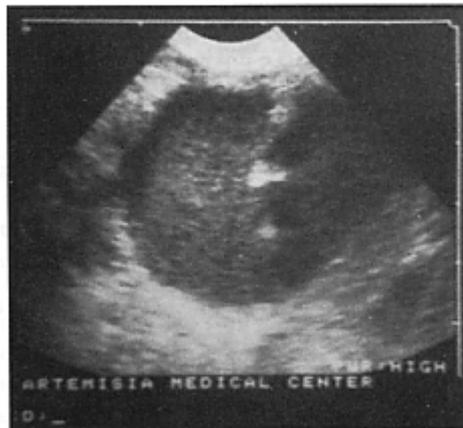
Immagine ecografica di agoaspirazione di cisti fluido-dense.
